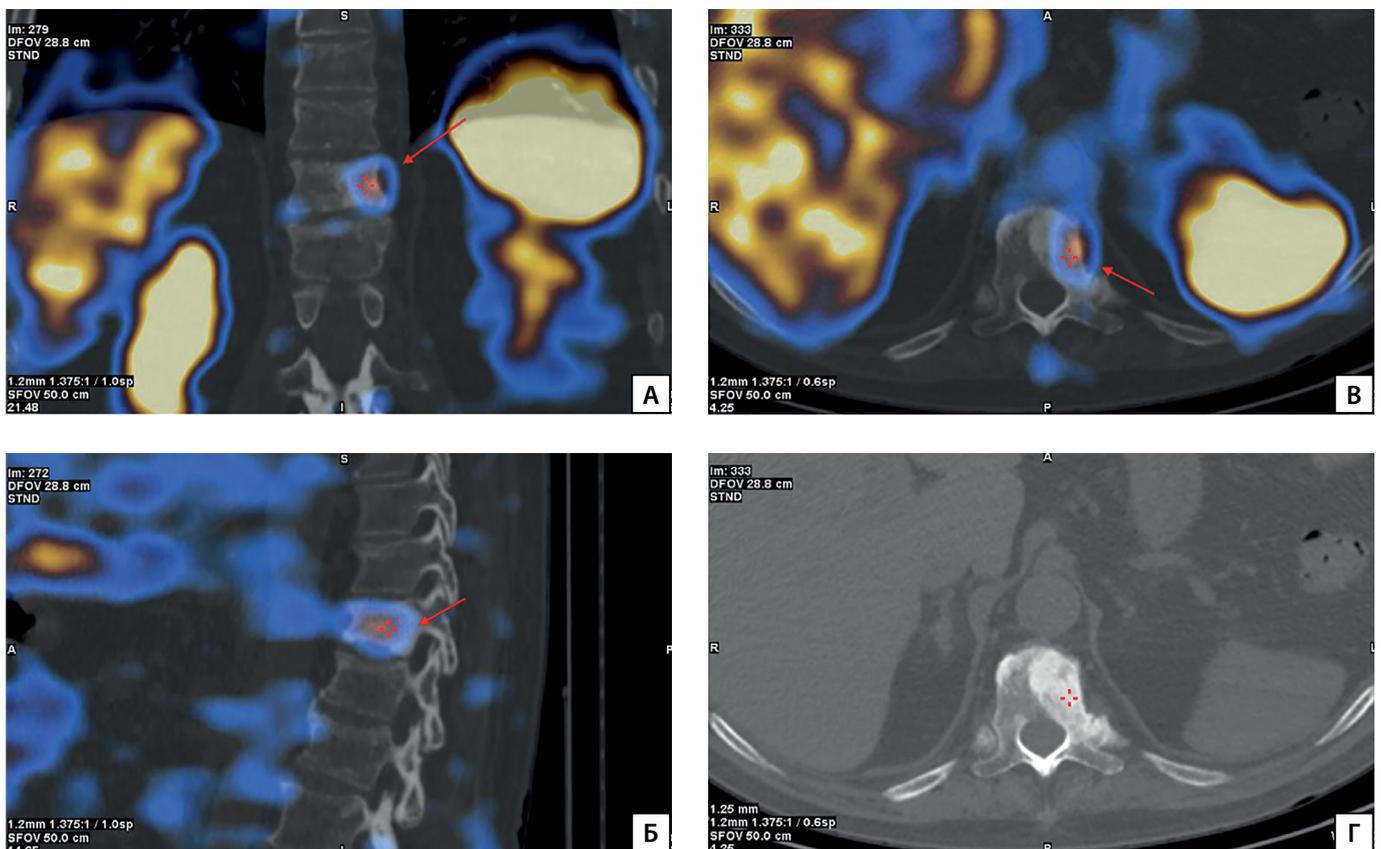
Результаты ОФЭКТ/КТ пациента П.
